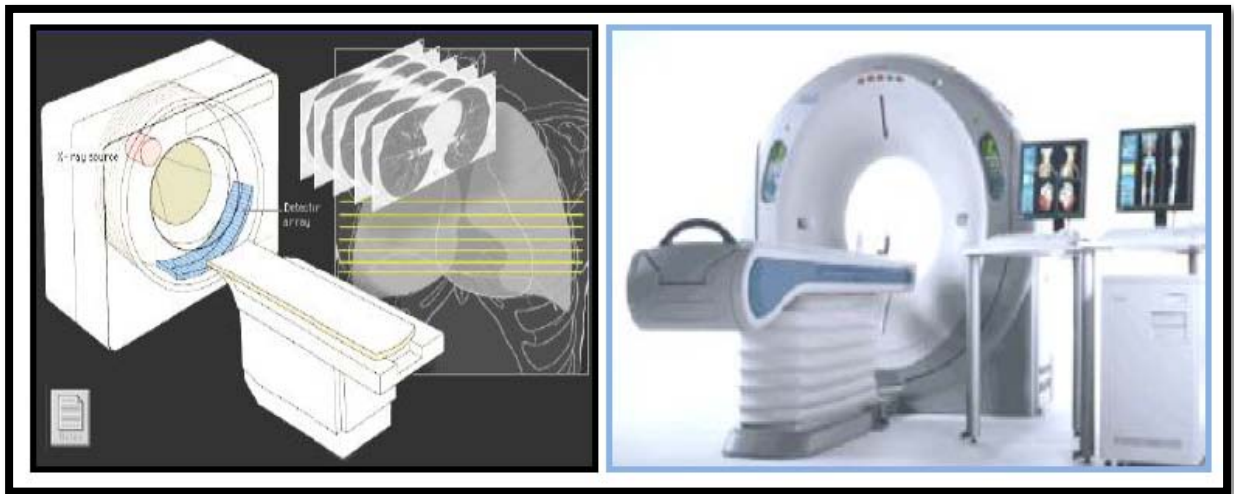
TDM multi-coupe
